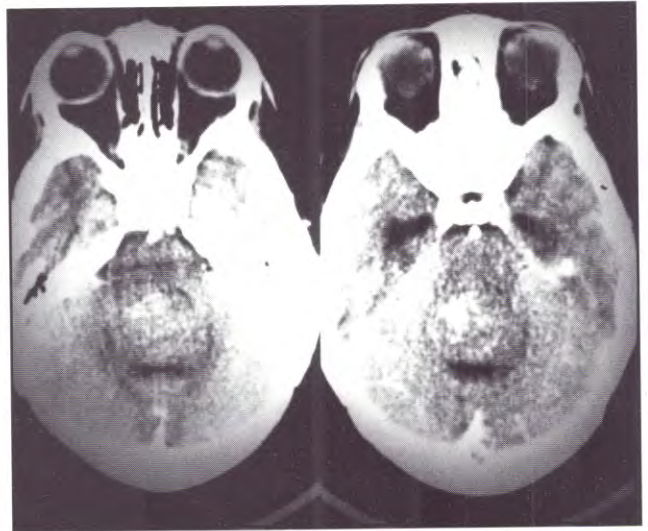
Caso 2. TAC con contraste. Tumor vermiano isohipodenso con captación heterogénea.
